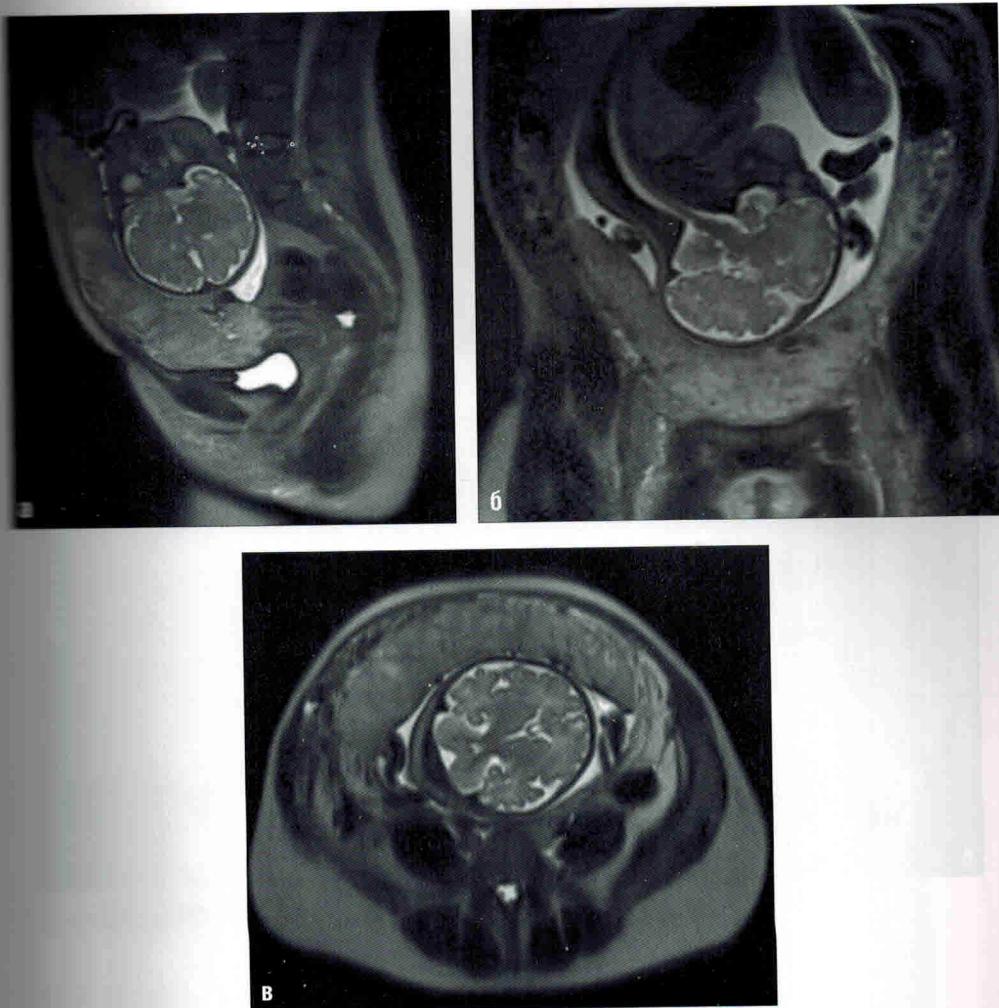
Беременность 36 нед. МРТ плаценты. Первичный, «материнский», этап исследования. Т2-ВИ в сагиттальной (а), коронарной (б) и аксиальной (в) плоскостях
